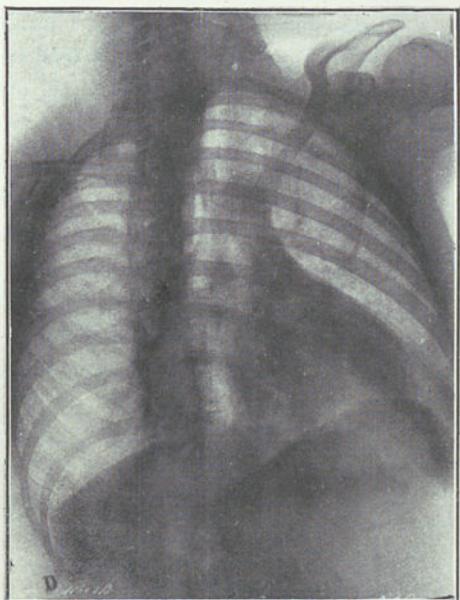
Teleradiografia em O. A. D.
